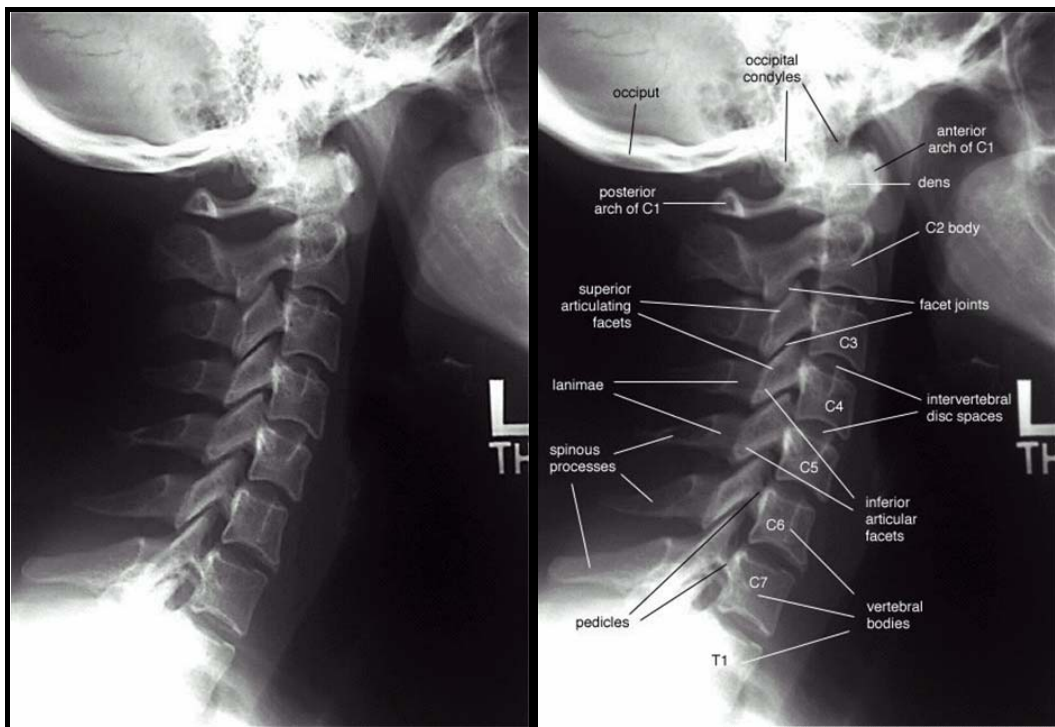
Radiographie cervicale normale de profil (78).
